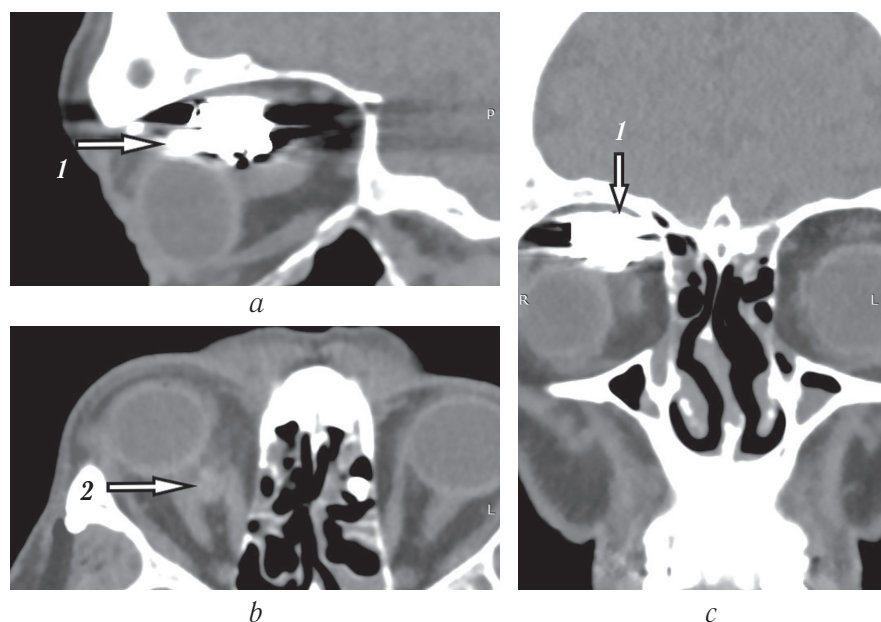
Компьютерная томография после эмболизации собственной сосудистой сети новообразования правой глазницы. На сагиттальной (а) и корональной (с) проекциях визуализируются артефакты в полости эмболизированного новообразования (1). На аксиальной проекции (b) определяется часть интактного (неэмболизированного) новообразования (2)
